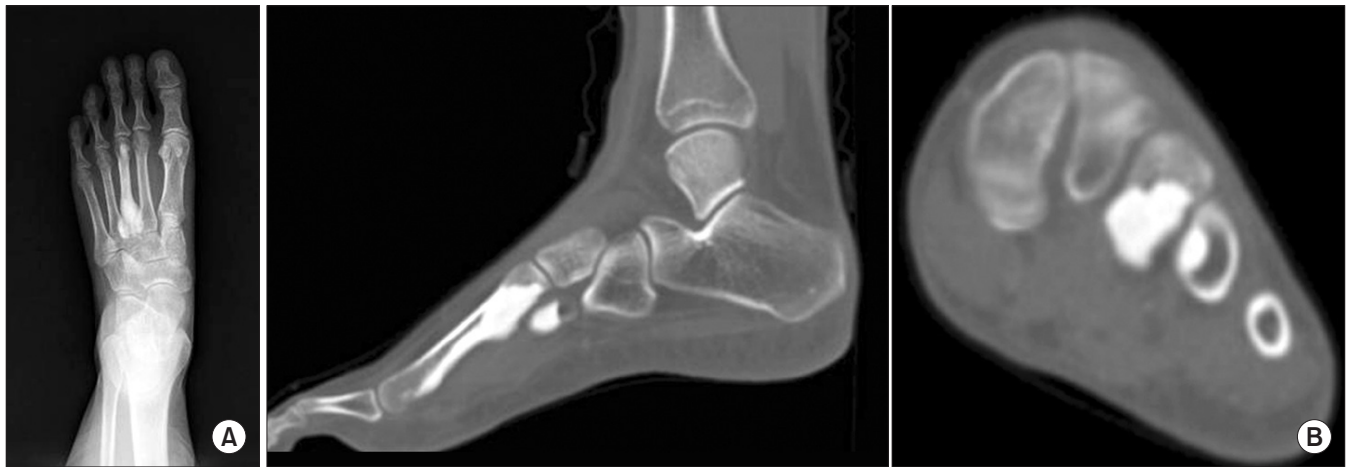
A 24-year-old female visited a hospital with incidentally detected sclerotic appearance on the left 3rd and 4th metatarsal bone. (A) Plain radiographs show a sclerotic change involving the 3rd metatarsal cortical bone and the 4th metatarsal bone basal area. (B) Computed tomography shows gross a sclerotic change and hypertrophy of cortical bone on the 3rd metatarsal bone as well as the regional sclerotic lesion on the 4th metatarsal bone base.
